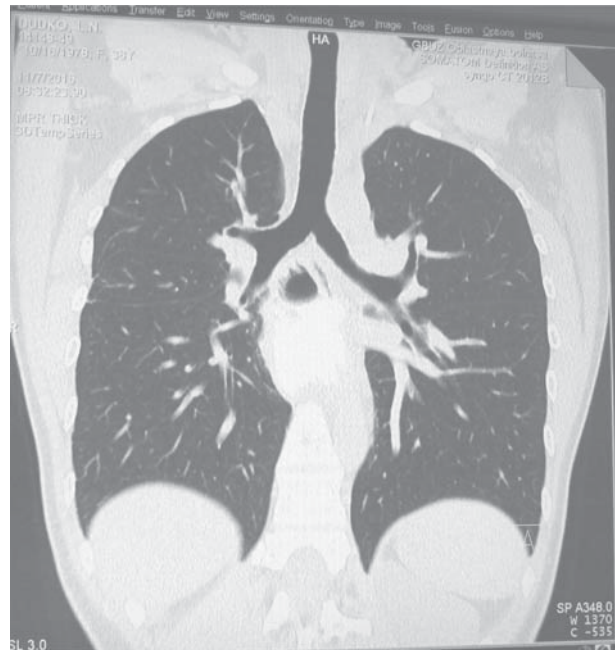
Д-о Л.Н., 38 лет, МС КТ от 13.09.2017г. - спустя 8 лет после операции – резекции пищевода из трех доступов с одномоментной заднемедиастинальной пластикой пищевода целым желудком с анастомозом на шее (описание в тексте).
